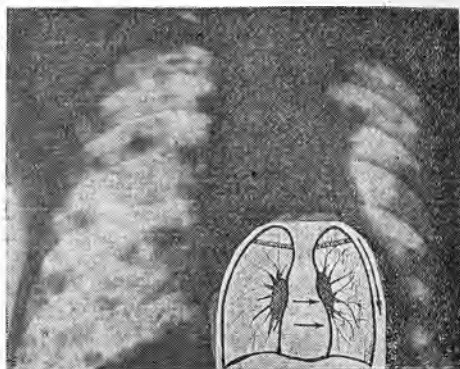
На рентгенограмме легких того же больного через год выявлены множественные округлые тени диаметром до 2,5 см на всем протяжении обонх легких.
